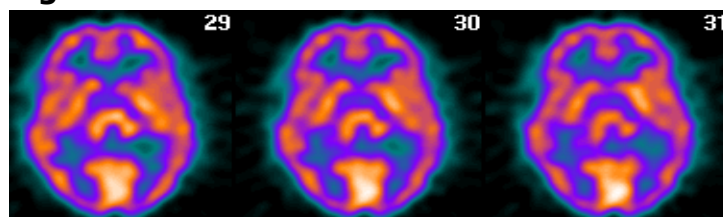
Exploración SPECT-PCR presentando cierto grado de hipocaptación posterior bilateral.
